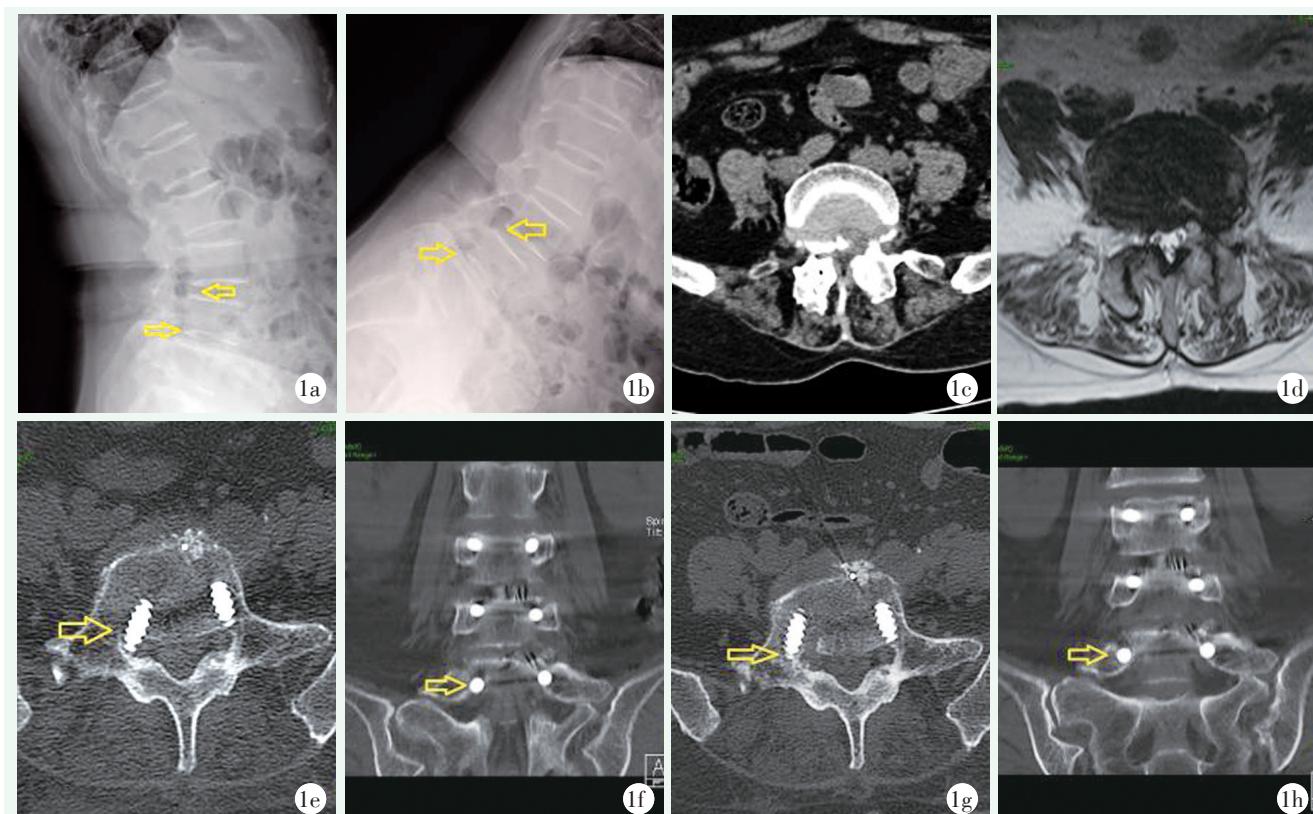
患者，女，68岁，腰椎滑脱并椎管狭窄症，采用腰椎后路切开复位减压椎间植骨融合内固定术治疗 1a: 腰椎过伸位 X 线片示 L₃ 相对于 L₄ 后缘无明显位移，L_{4/5} 滑脱 1b: 腰椎屈曲位 X 线片示 L₃ 前向滑移，L_{4/5} 滑脱加重 1c: L_{4/5} 间隙 CT 平扫显示椎管狭窄 1d: L_{4/5} 间隙 MRI 平扫显示椎管狭窄 1e: CT 平扫 L₅ 右侧螺钉突破椎弓根内壁 1f: CT 冠位扫描 L₅ 右侧螺钉突破椎弓根内下壁 1g: 翻修后 CT 平扫 L₅ 右侧螺钉调整到椎弓根内壁内，并可见原螺钉残留钉道 1h: 翻修后 CT 冠位扫描 L₅ 右侧螺钉调整到椎弓根内，内下壁完整
